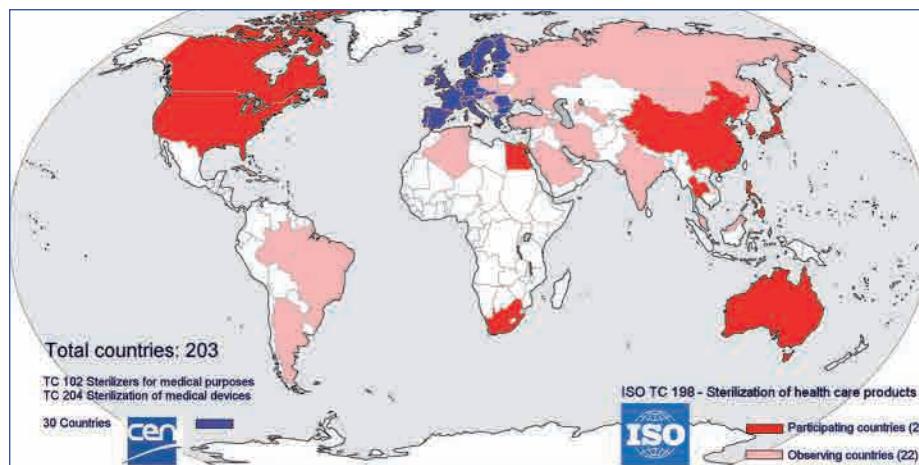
Membership of ISO and CEN. No low income countries are member of the Technical Committees (TC) related to sterilization in the standards organizations and thus have no influence on the standards that are formulated
